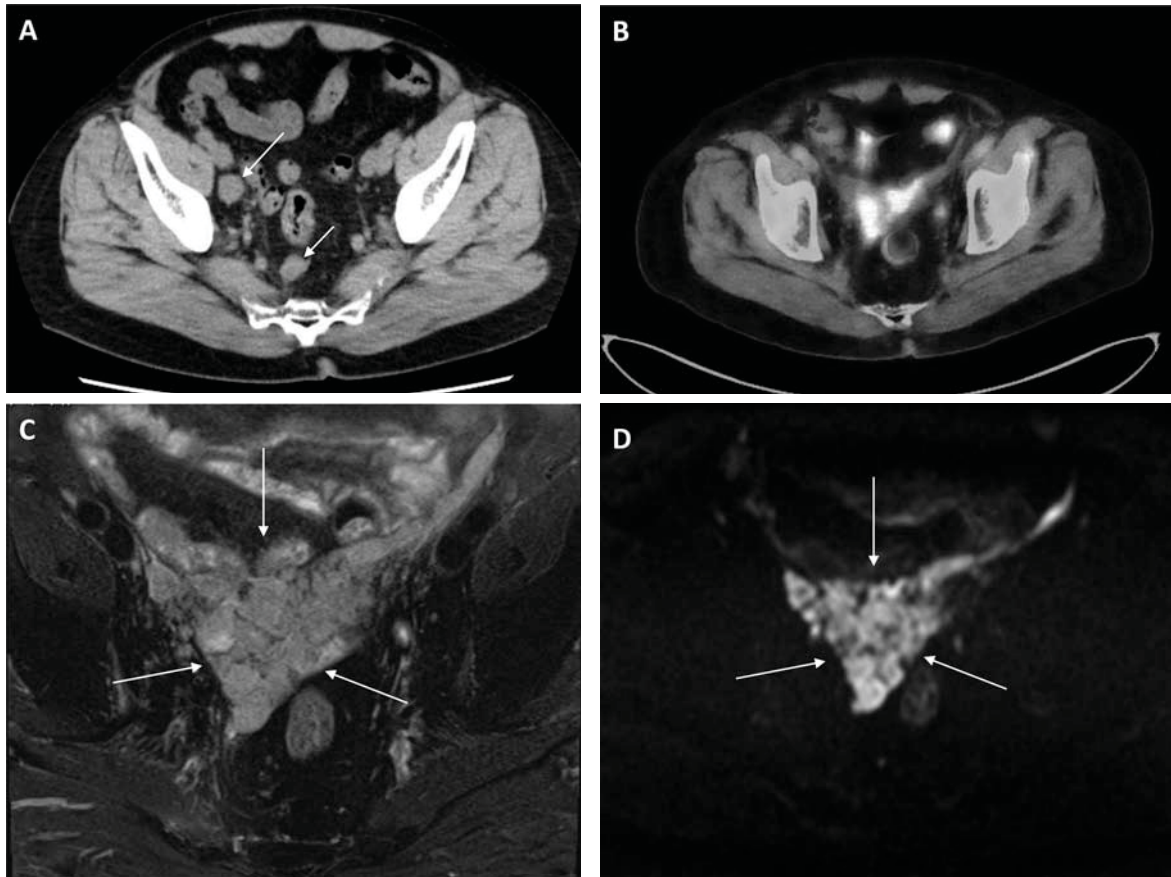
A: CT showed pelvic lymph node metastases (arrows). B: ^{18}F -FDG PET/CT showed increased uptake of ^{18}F -FDG within a pelvic mass located in the posterior pelvis. There were no findings of ^{18}F -FDG accumulation without the pelvic mass. C: T2-weighted MRI imaging showed the pelvic mass (arrows). D: Diffusion-weighted MRI imaging showed the pelvic mass (arrows).
